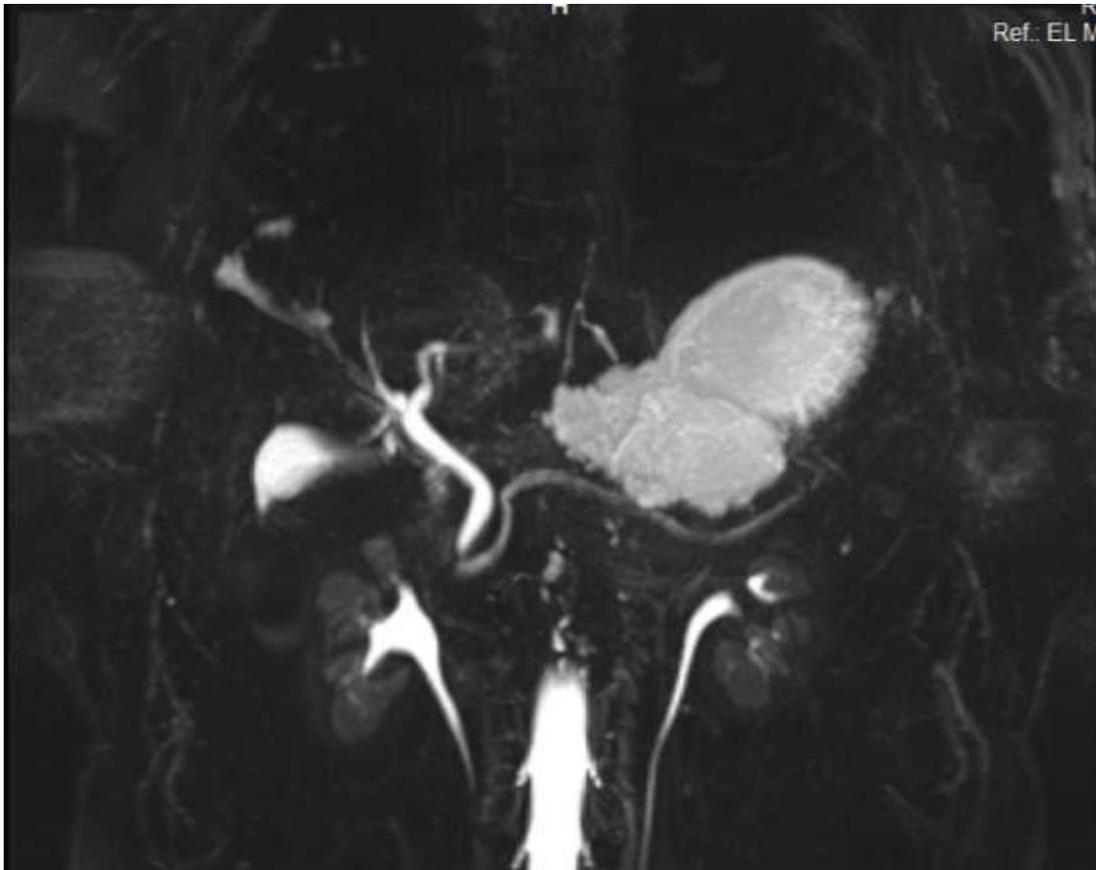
Image de l'IRM montrant une lésion kystique en nid d'abeilles, sans communication entre la lésion kystique et le wirsung.
